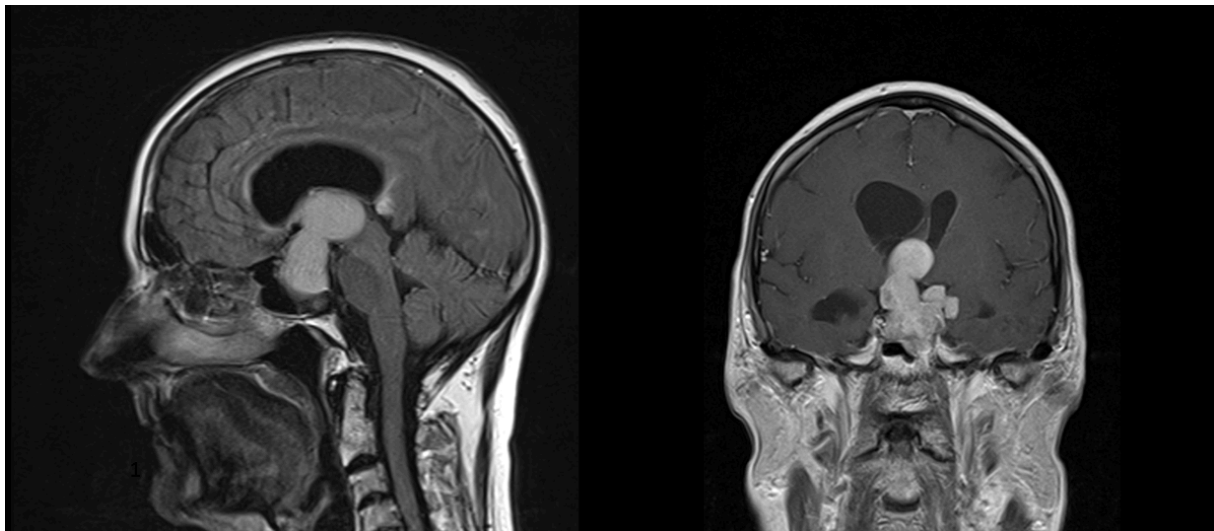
MRT-Aufnahmen eines obstruktiven Hydrozephalus bei massiver Ausdehnung eines Hypophysenadenoms; links: sagittale Ebene, rechts: koronare Ebene
